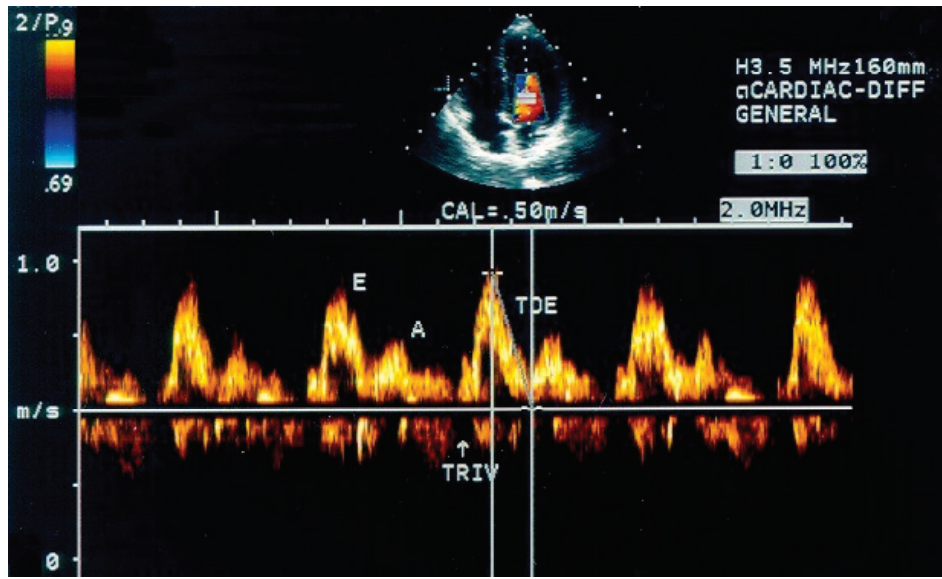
Índices diastólicos do VE aferidos por Doppler transmitral
